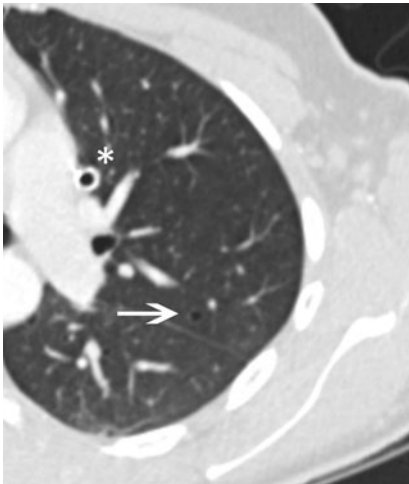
▲ Ausschnittsvergrößerung aus Abb. 3a. Lungenzyste im Segment 3 links (Pfeil). Durch die vor 5 Jahren angefertigte CT-Untersuchung des Thorax wurde erstmals der Verdacht auf eine Lymphangioleiomyomatose im vorliegenden Fall geäußert. Bei Zustand nach Spontanpneumothorax links einliegende Thoraxdrainage (*)
